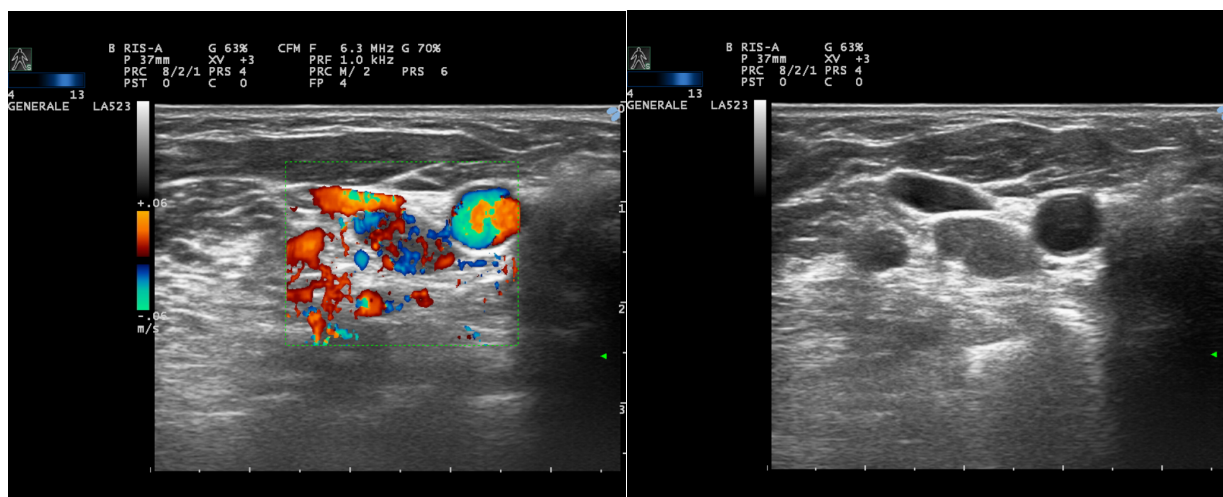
Ecocolordoppler del collo di base (maggio 2017): metastasi linfonodale da CMT; CT su FNA wash-out: 1278 pg/ml
